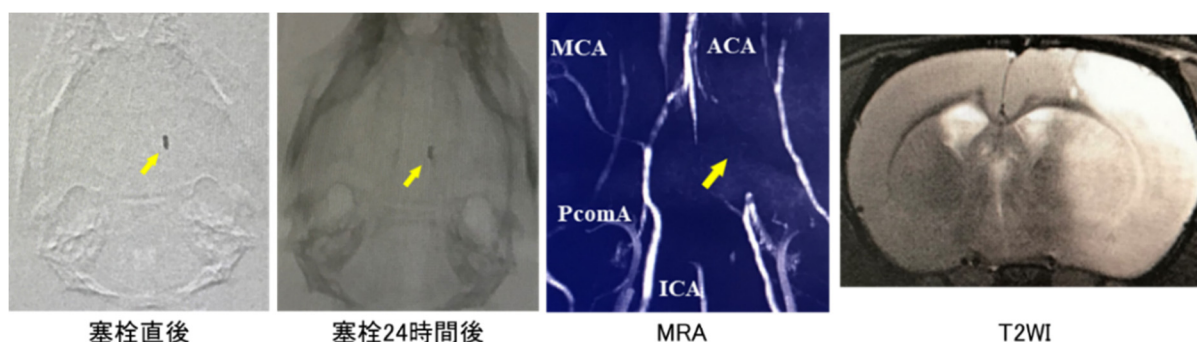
X線によるファイバーの視認性と形状評価、MRA、MRIでのMCAO評価
